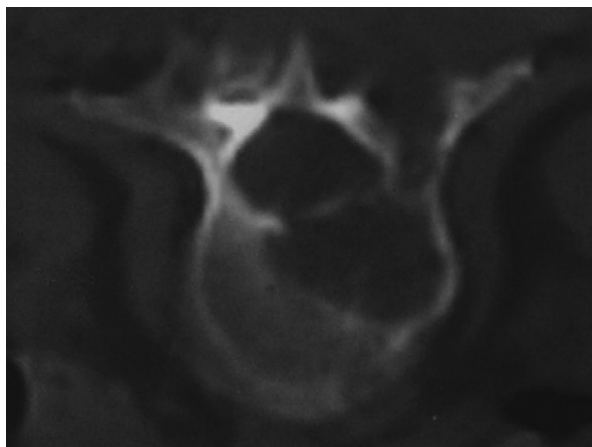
КТ поясничного отдела позвоночника (исследование в положении больного на животе). Гемангиоэндотелиома тела L1
